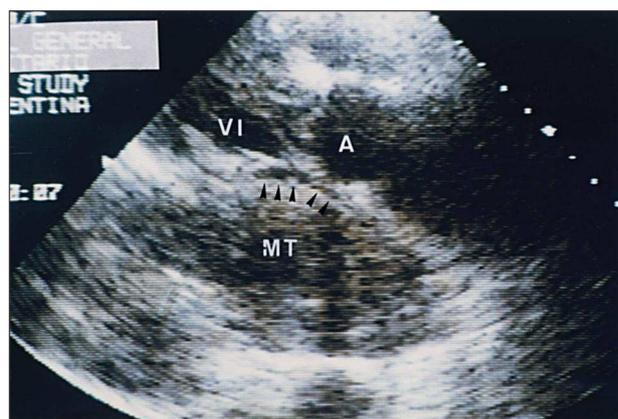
Ecocardiograma transtorácico en eje largo paraesternal, en el que puede observarse la aurícula izquierda comprimida (cabeza de flechas) por masa trombótica (MT); A: aorta, VI: ventrículo izquierdo.
